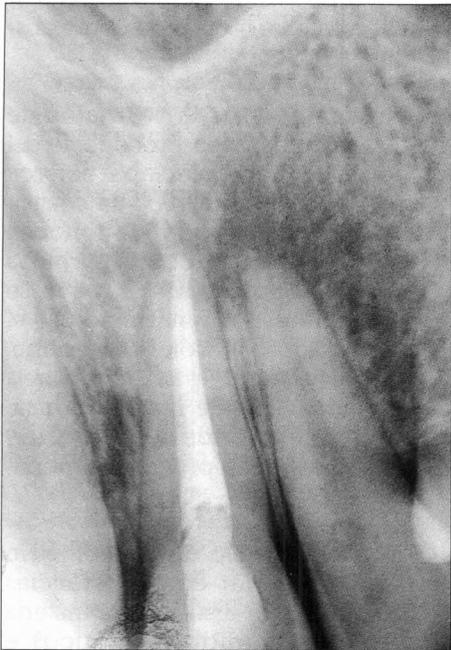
El tratamiento de conductos radiculares del incisivo central izquierdo ha inducido la desaparición de la lesión periapical del incisivo central derecho.
